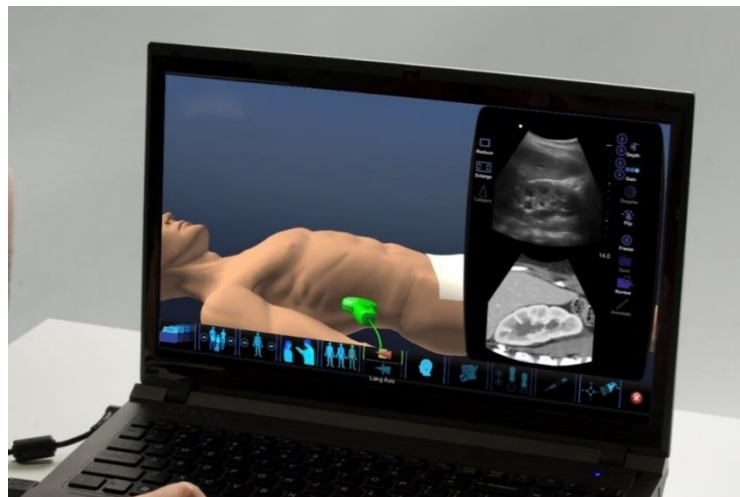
Ecografía abdominal. SonoSim, Inc. (CC BY-SA 4.0)
